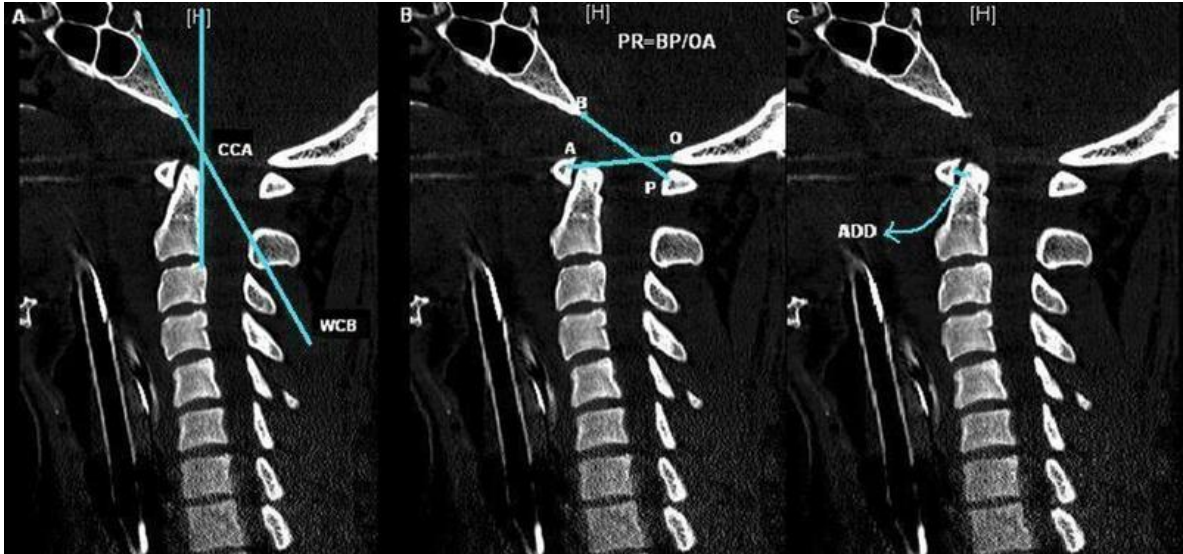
Parámetros a determinar en la TC simple cervical, en plano sagital. Línea de Wackenheim (WCB), distancia atlantoodontoidea (ADD), razón de Powers (PR), ángulo *clivus*-canal (CCA).
